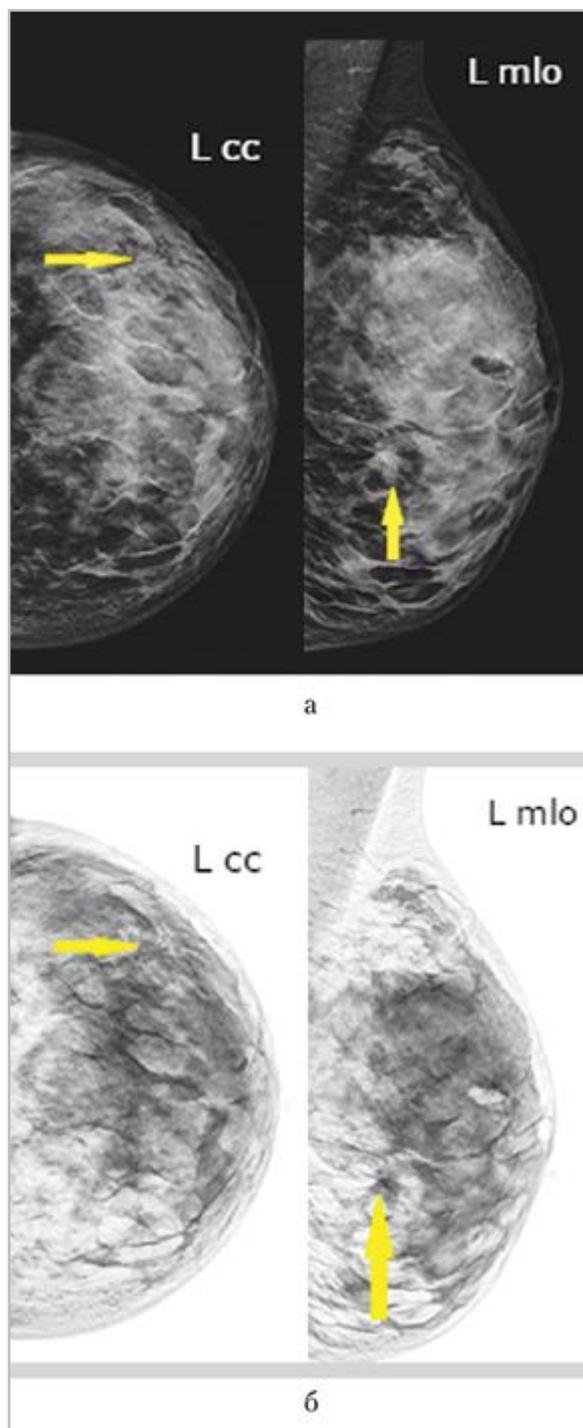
Томограммы левой молочной железы: а — краниокаудальная и медиолатеральная проекции; б — краниокаудальная и медиолатеральная проекции в режиме инверсии изображения. Узловое образование в нижненаружном квадранте левой молочной железы категории BI-RADS 5 (стрелки)
